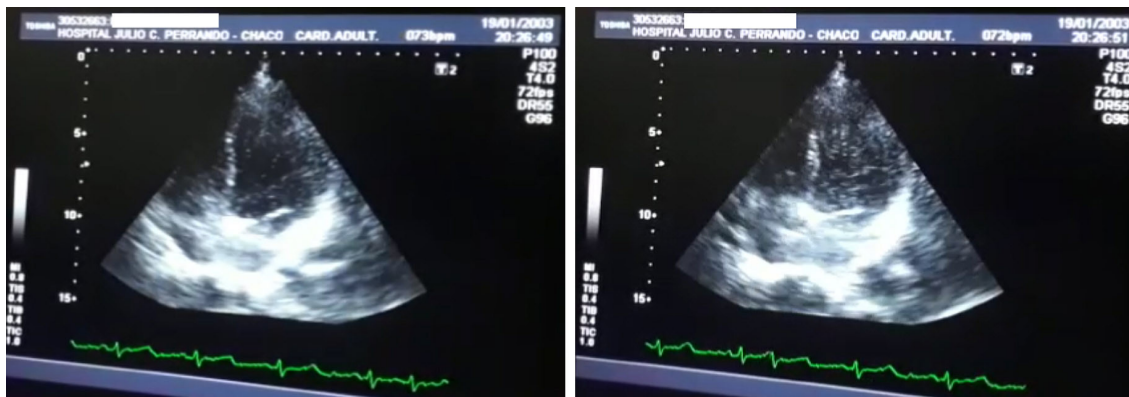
Ecocardiograma transtorácico (ETT) con burbuja latido. La imagen de la izquierda corresponde al quinto espacio intercostal, donde comienza a verse el pasaje de contraste a cámaras izquierdas. En la de la derecha se observa un pasaje total.
